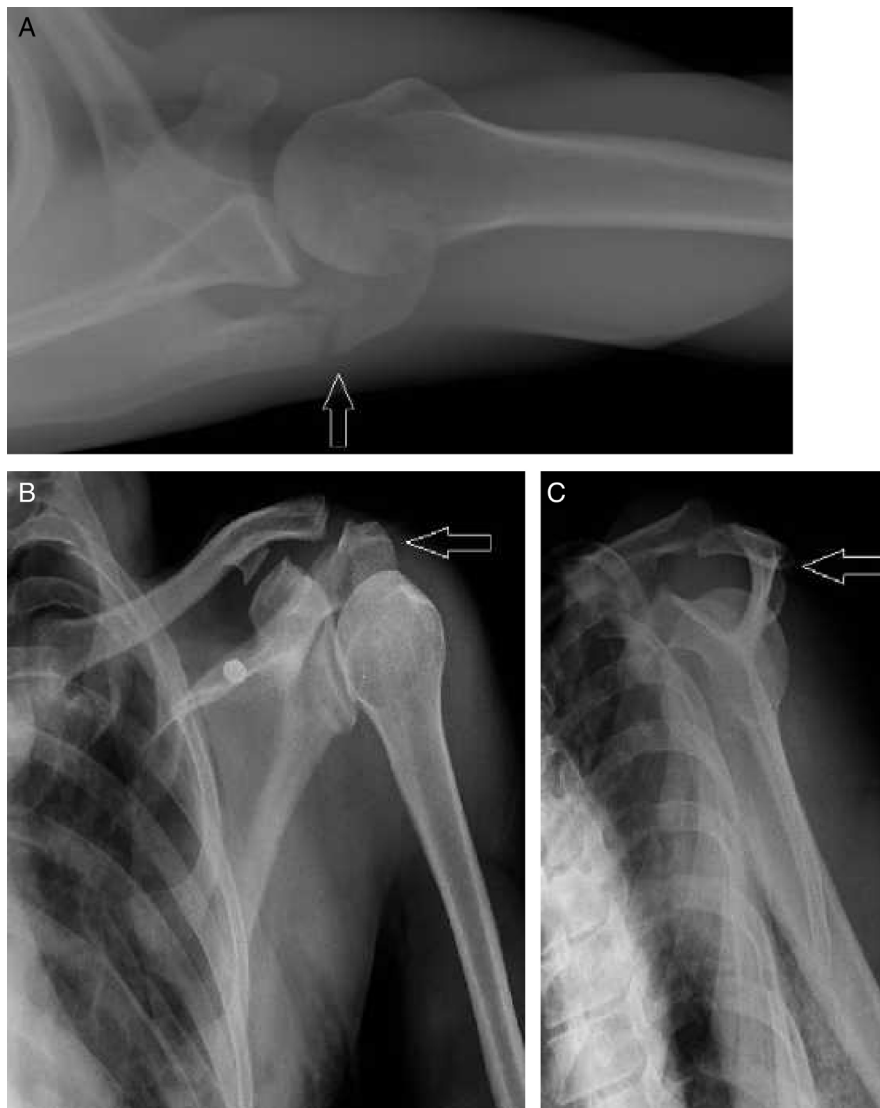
Radiografías de control posreducción con articulación congruente y fractura del acromion reducida (flecha). Proyección axilar (A), anteroposterior de hombro (B) y lateral de escápula (C).
